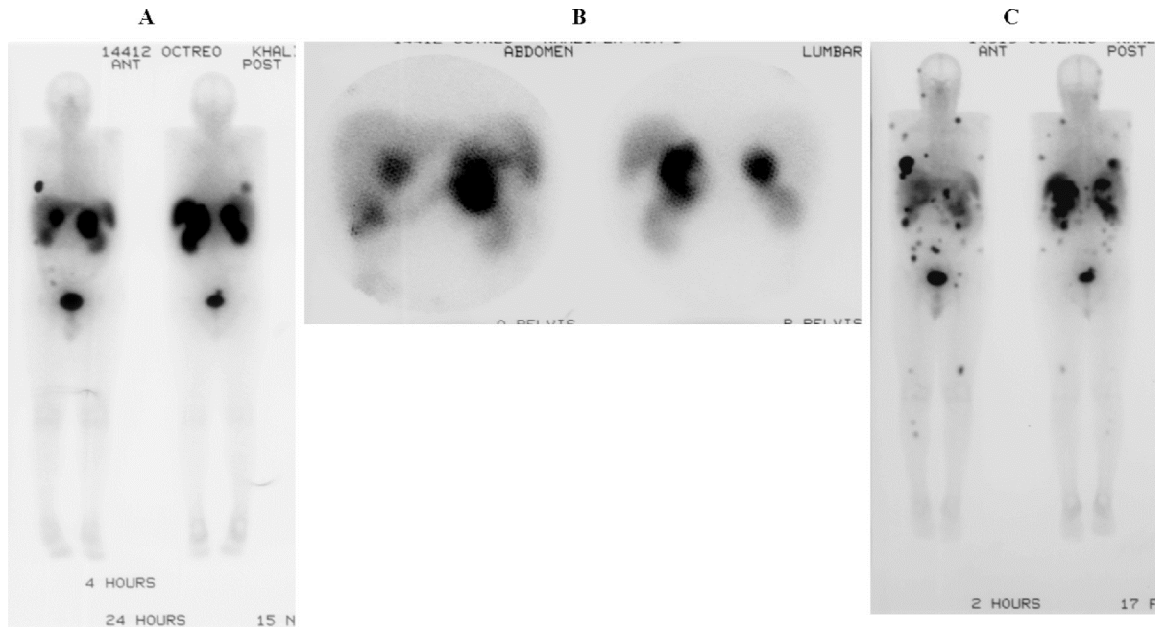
TNE pulmonaire chez un patient âgé de 45 ans. (A et B)Bilan d'extension par scintigraphie à l' ^{111}In -octréotide montrant une tumeur primitive de la base pulmonaire droite et des dépôts tumoraux surrenaliens droit et gauche. (C)Contrôle sous chimiothérapie par scintigraphie au ^{99m}Tc -depréotide montrant une progression tumorale représentée par une augmentation du foyer primitif du poumon droit avec l'apparition de multiples nouveaux foyers secondaires pulmonaires et osseux . [65]
